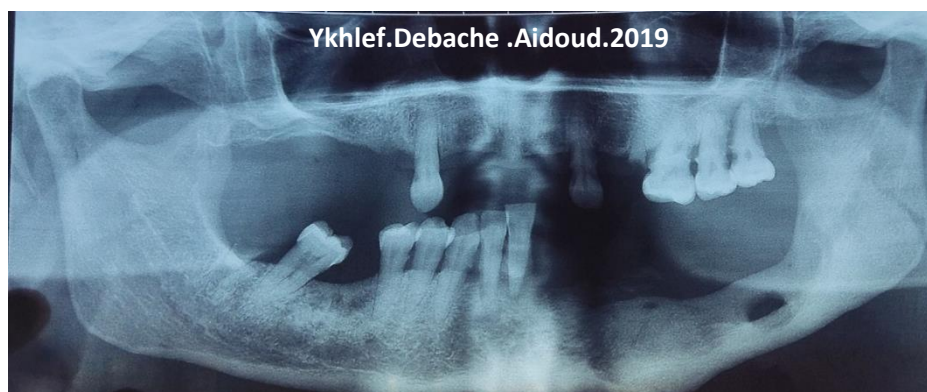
Radiographie OPT de contrôle
